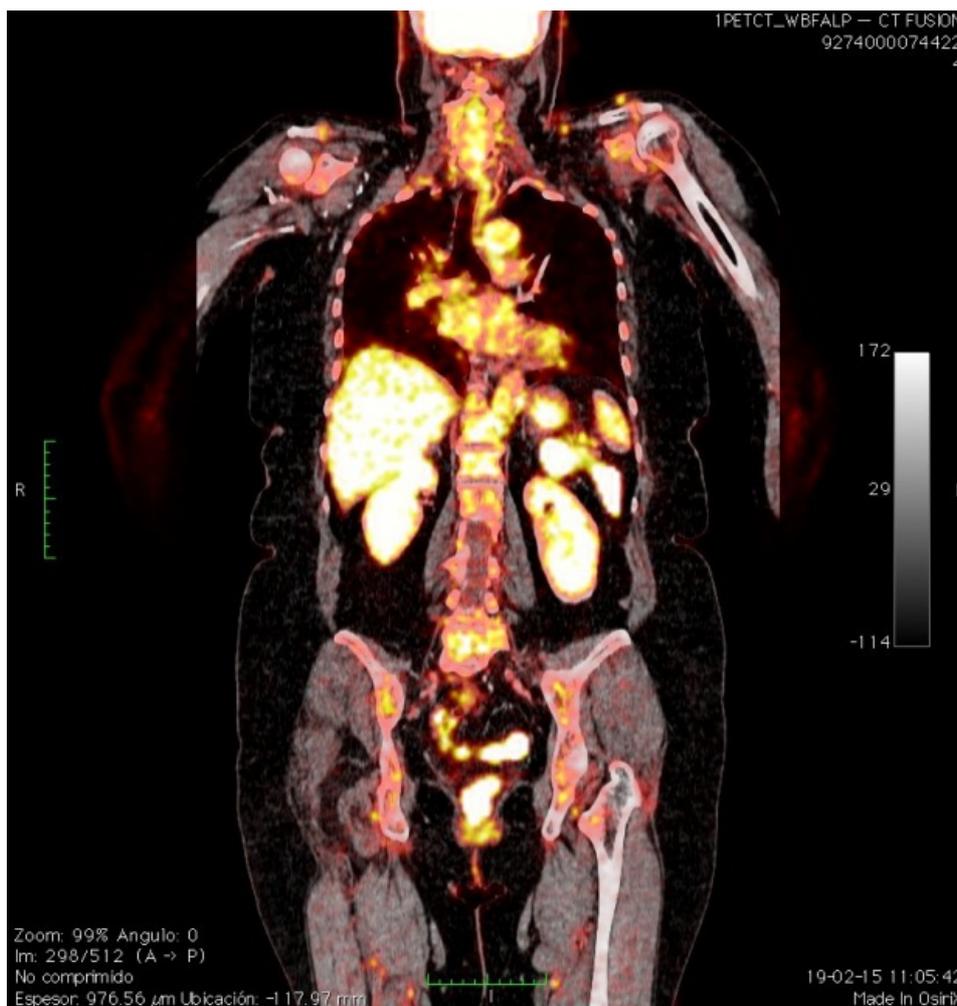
TC fusión PET/CT coronal mostrando las dos lesiones ya descritas.
